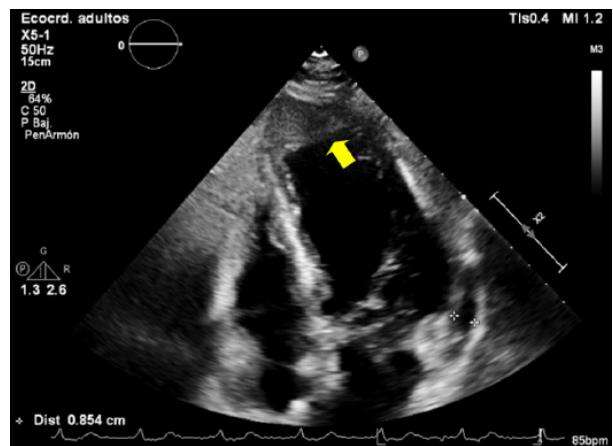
Ecocardiograma Doppler transtorácico. Se observa con aneurisma apical, con imagen hipocogénica de bordes bien definidos y móviles (flecha amarilla) que podría corresponderse con trombosis versus disección intramiocárdica en evolución
